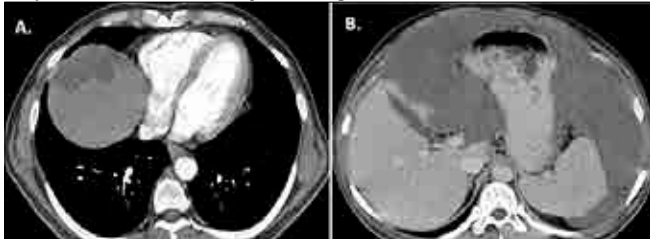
Axial contrast-enhanced CT images of the abdomen demonstrate lobulated, low-attenuation soft tissue masses scalloping the borders of the liver, spleen, and along mesentery.
